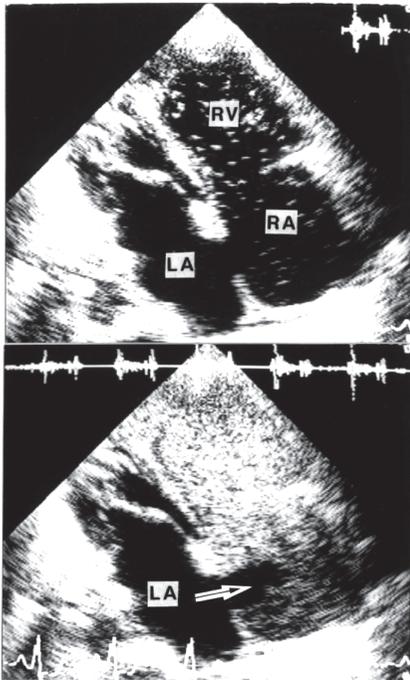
心房中隔欠損症例におけるコントラストエコー図。生理食塩水に少量の空気を入れて注射シリンジと三方活栓を使って攪拌し、無数の小気泡を含む生理食塩水を作成し、これを上肢静脈から注射している。上の図では右室(RV)・右房(RA)および左房(LA)が拡大していることが示され、右室・右房内に少しコントラスト画像が見られる。おそらく生理食塩水の静注を既にしており、コントラストが消失しかけている時の画像と思われる。下の画像は再び小気泡を含む生理食塩水を静注した直後である。右房・右室内に強力なコントラスト画像が出現し、矢印で示されるように心房中隔欠損孔に一致して右房内にコントラスト欠損が見られる。これが左右シャント血流を示している。
